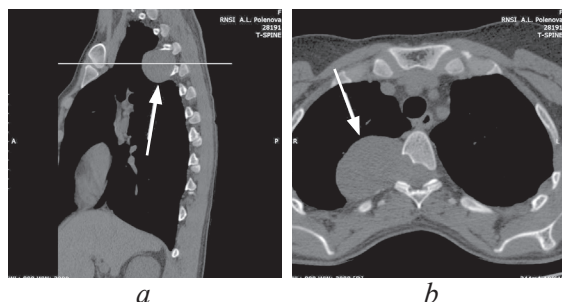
Многослойная компьютерная томография грудного отдела позвоночника, сагиттальная (а) и аксиальная (b) проекции. Опухоль указана стрелками, визуализируется экскавация заднеправых отделов тела позвонка Th и правой дуги
